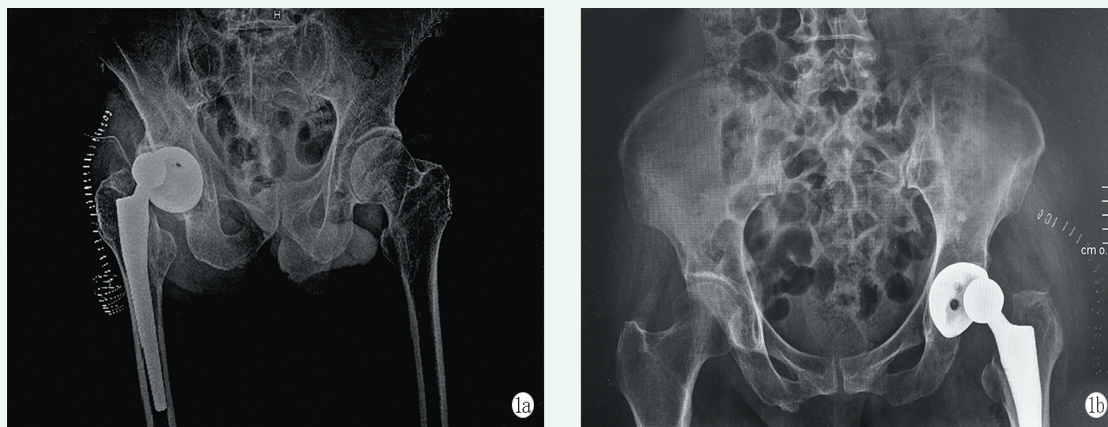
全髋置换术后骨盆前后位X线片示假体前脱位, 髋臼杯前倾角度异常 1a: 右侧全髋置换术后假体前脱位 1b: 左侧全髋置换术后假体前脱位
